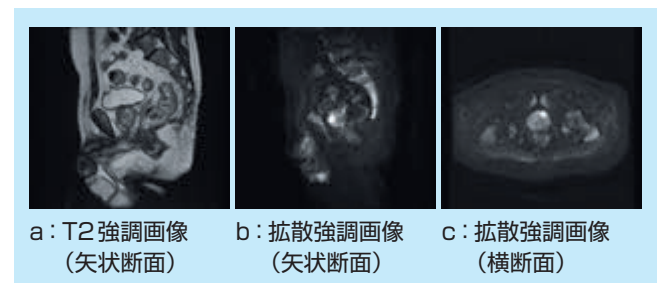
RVS専用シーケンスで撮像するMRI画像
